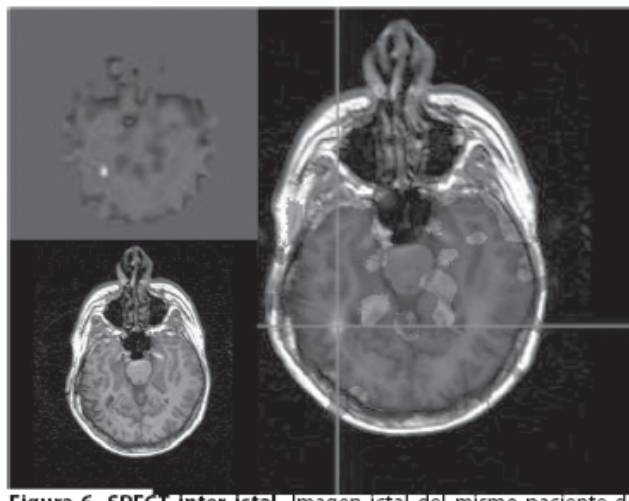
SPECT inter ictal. Imagen ictal del mismo paciente de la figura 4 en la que se ha fusionado la RMN con una secuencia del SPECT.
